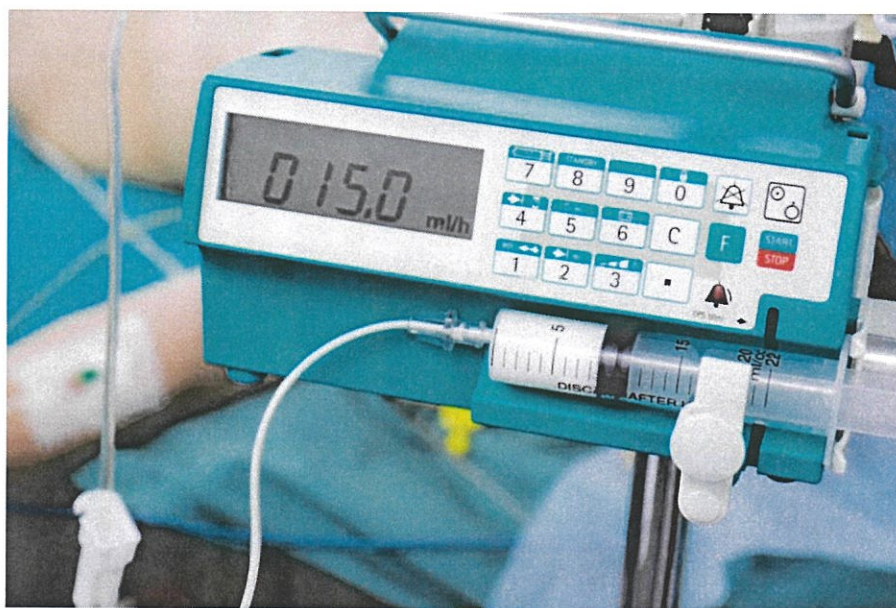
Продленная инфузия пропофола как основной метод седации
